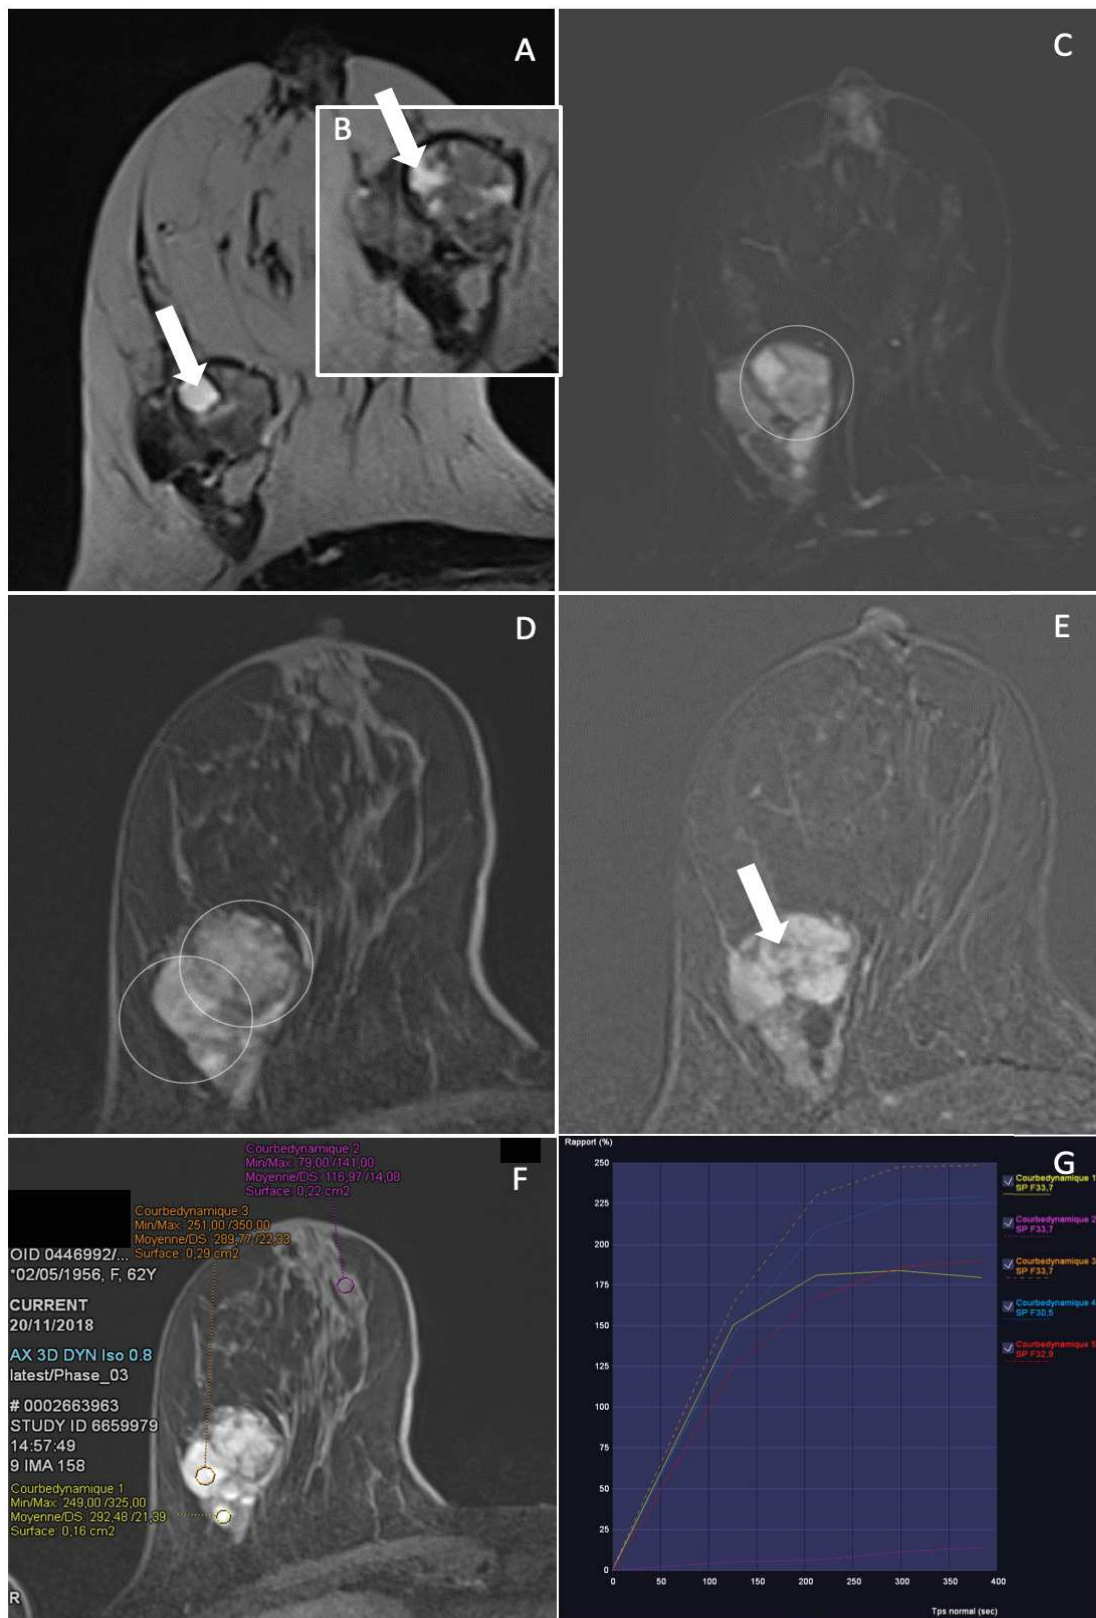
Aspect IRM d'une tumeur phyllode borderline. Ax T2 (A et B) et T2 FS (C), T1 FS IV+ (D) avec soustraction (E). Courbe de rehaussement (F et G). Masse en hypersignal T2 hétérogène avec plages kystiques (flèches blanches). Rehaussement hétérogène après injection de Gadolinium. On retrouve également la présence de septa internes et l'aspect multinodulaire de la tumeur visible sur en échographie (cercles blancs). Courbe de rehaussement type 2.
